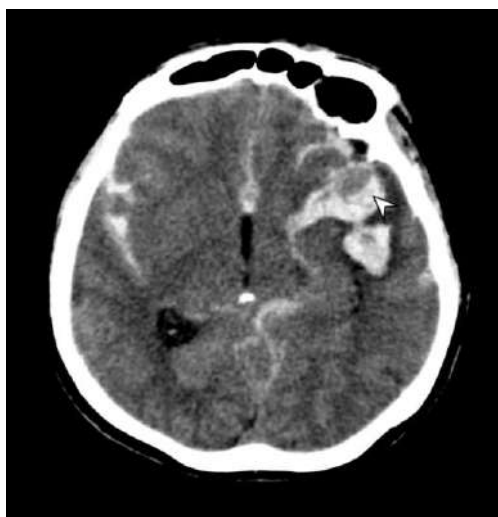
КТ головного мозга без контрастирования, аксиальная плоскость. Визуализируется кровь в субарахноидальных пространствах, а также гематома левой Сильвиевой щели, на фоне которой отмечается больших размеров аневризма левой средней мозговой артерии (стрелка)
